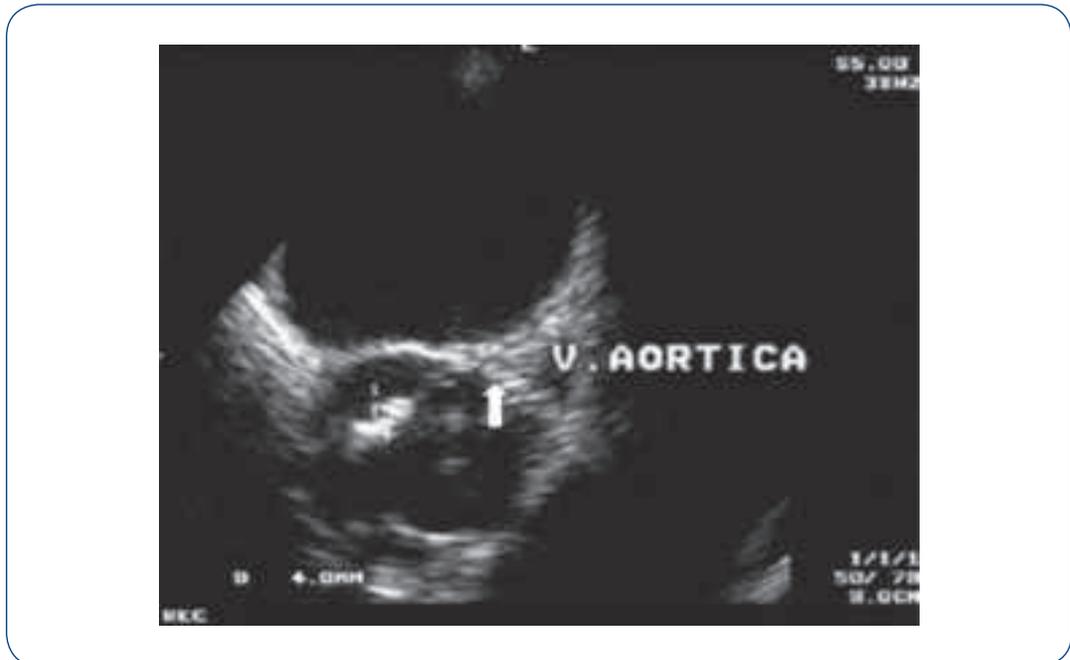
Ecocardiograma transtorácico demonstrando pequena vegetação em válvula aórtica.
